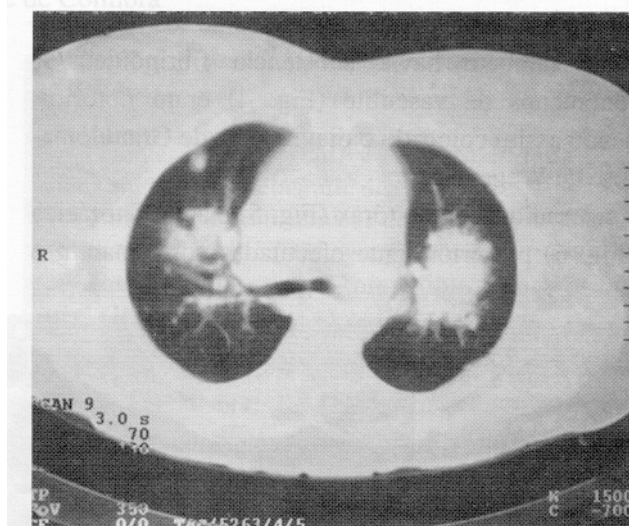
TAC torácica: no LSE formação de densidade sólida, heterogênea, com 7 cm de diâmetro e no LSD formação densa com 3 cm de diâmetro e ainda nódulo subpleural com 0,5 cm de diâmetro
